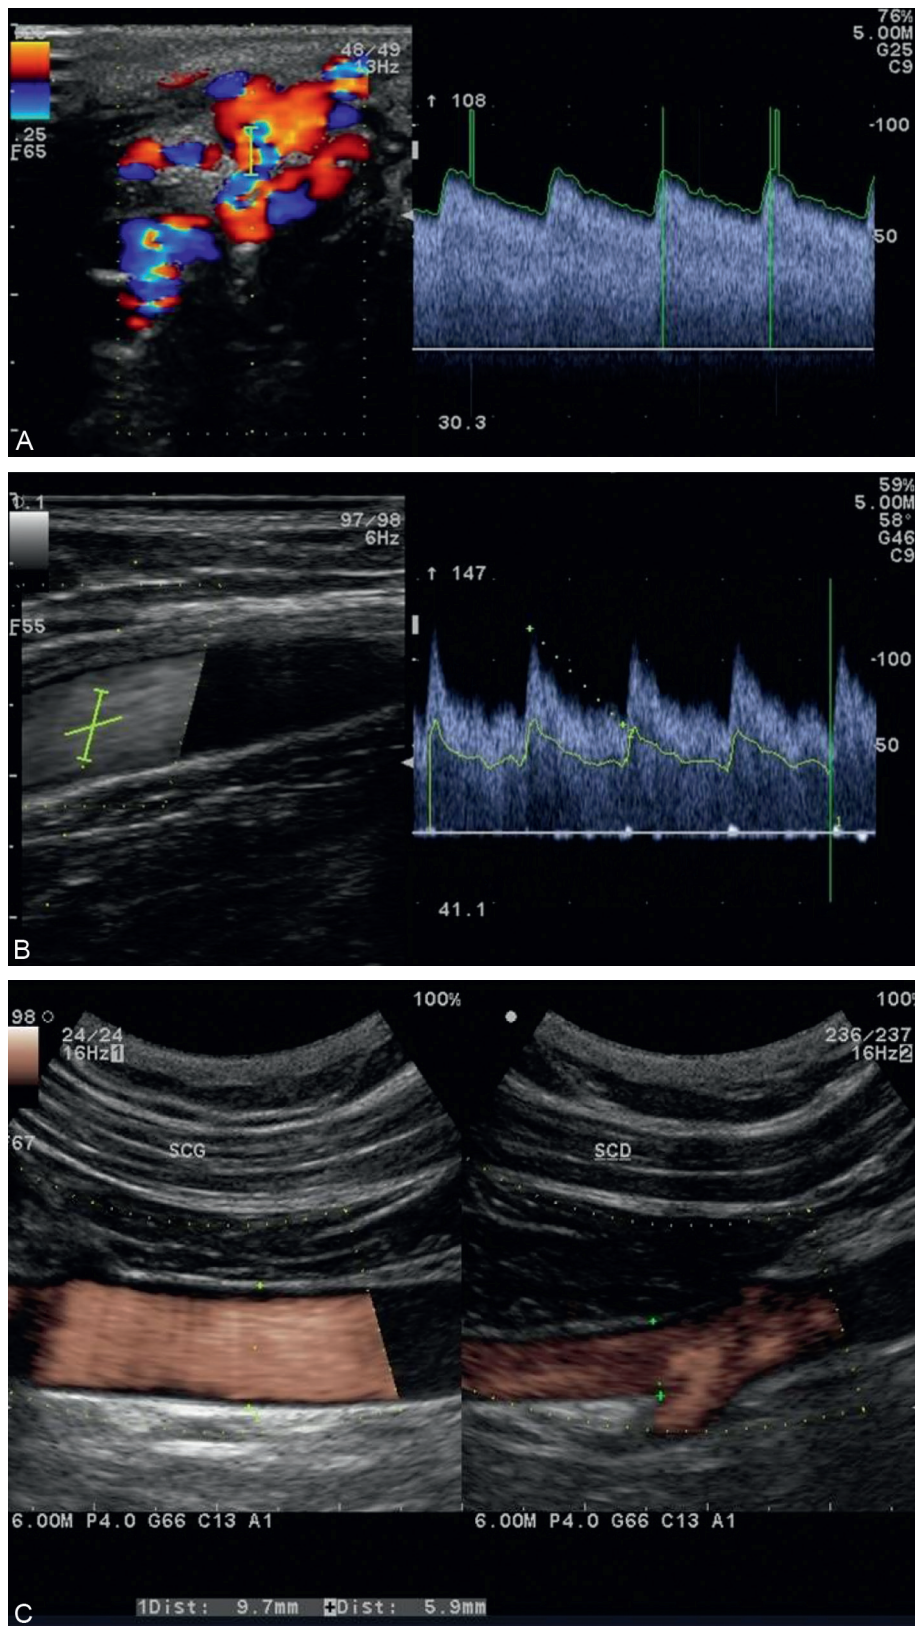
Malformation artérioveineuse à haut débit, à la face palmaire de la main gauche, sur l'éminence thénar, alimentée par un rameau palmaire superficiel. A : L'étude en Doppler pulsé montre des signes de shunt avec de vitesses circulatoires élevées et un indice de résistance bas. B : Enregistrement Doppler de l'artère brachiale homolatérale, montrant une composante diastolique continue importante. C : Enregistrement Doppler de l'artère subclavière homolatérale (diamètre de l'artère subclavière = 9,7 mm à gauche, 5,9 mm à droite).
